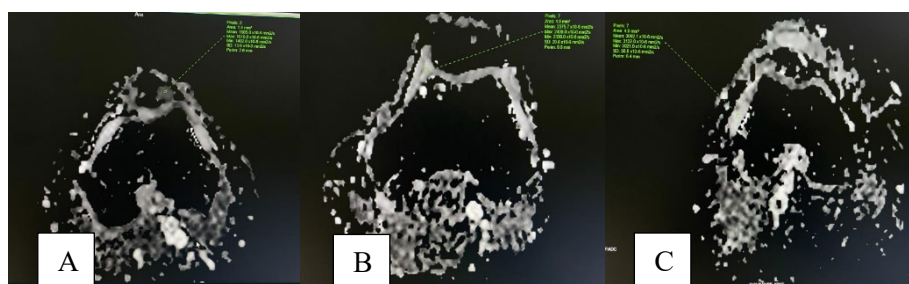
Citra DWI (ADC Mapping) MRI Knee Joint pada Kelompok Patologi Lesi. (A) Baker Cyst, (B) Ganglion Cyst, (C) Cyst Lesion Subcutan, (D) Synovial Cyst, (E) Subcutan Lymphoma
